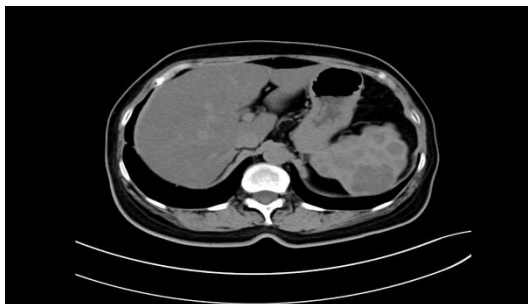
CT平扫显示脾脏内多发大小不等类圆形低密度影
